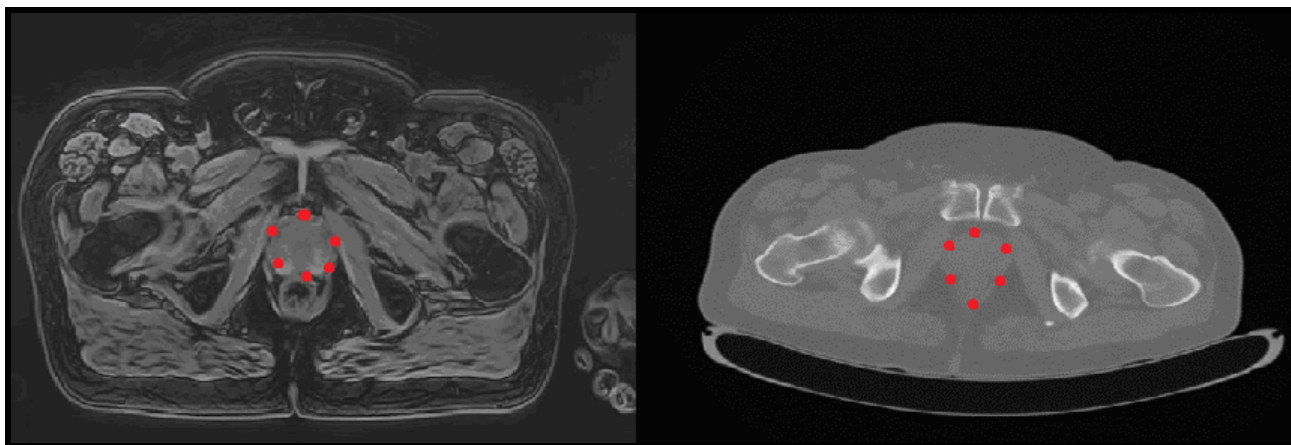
Скан МРТ (слева) и скан КТ (справа) с нанесенными ключевыми точками, по которым производится преобразование координат МР-изображений в координаты КТ.
